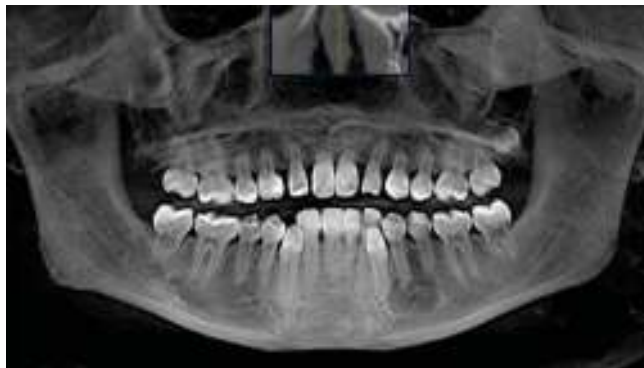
Ortopantomografía que muestra la ubicación de la lesión y estructuras involucradas en ella.
